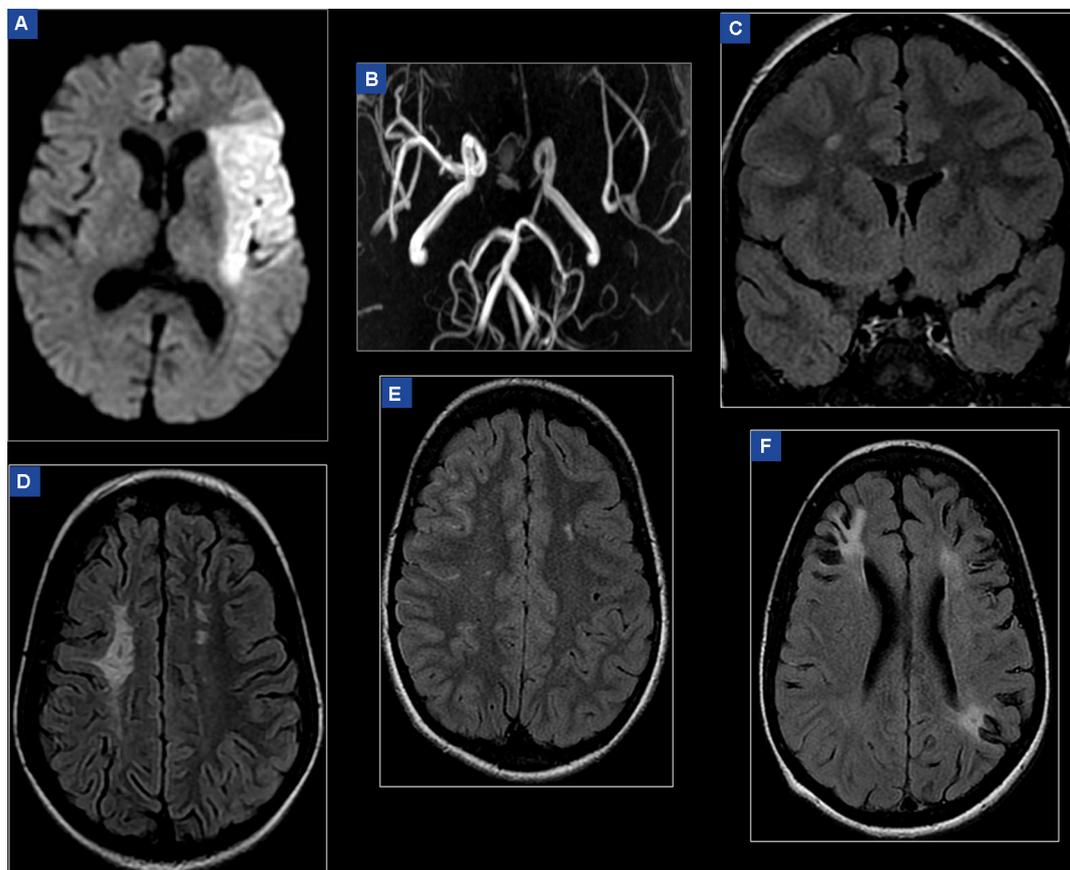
Aspects en imagerie par résonance magnétique (IRM) des lésions cérébrales vasculaires et parenchymateuses dans la drépanocytose. A, B. Infarctus sylvien gauche superficiel avec artériopathie sévère (phase aiguë). A. IRM : séquence de diffusion, lésion parenchymateuse ischémique récente en hypersignal. B. Angio-IRM : séquence 3DTOF, segments proximaux de l'artère cérébrale moyenne (sylvienne) gauche non visibles, occlusion probable. C, D, E. IRM : séquence FLAIR, lésions jonctionnelles de la substance blanche : infarctus silencieux. C. Coupe coronale, hypersignal punctiforme jonctionnel antérieur droit de plus de 3 mm. D. Coupe axiale, lésions bilatérales de la substance blanche jonctionnelle antérieure, étendue en plage à droite, hypersignaux multiples à gauche. E. Coupe axiale, multiples hypersignaux punctiformes bilatéraux et hypersignaux vasculaires (« flux lents ») à droite. F. IRM : séquence FLAIR, coupe axiale, infarctus cérébraux (AVC) anciens jonctionnels antérieur droit, postérieur gauche et plage d'hypersignal de la substance blanche jonctionnelle antérieure gauche.
